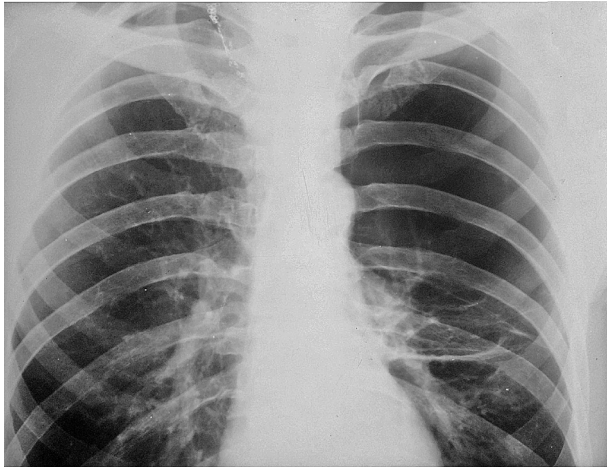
Рентгенограма органів грудної клітки
